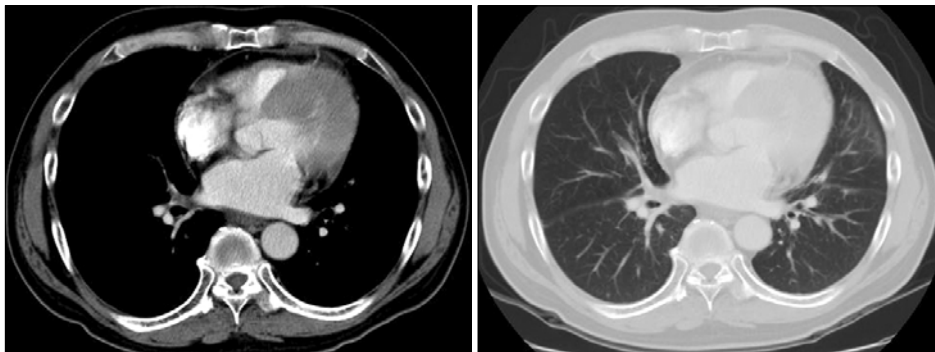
Chest CT shows improved luminal narrowing of right lower lobe bronchus, nearly disappeared right lower lobe consolidation and pleural effusion.
